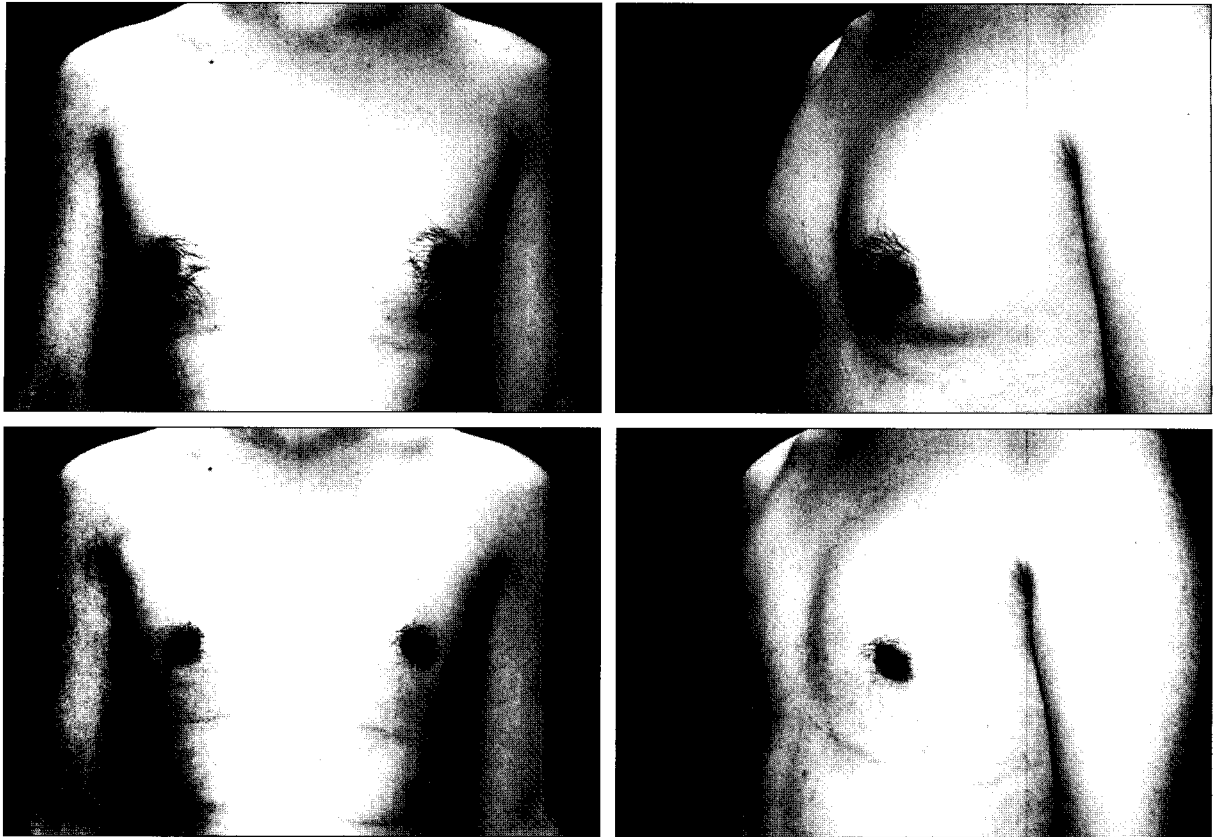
A 29-year-old patient treated with ultrasound-assisted liposuction and pull-out method. Periareolar approach. (Above, left & right) Preoperative views. (Below, left & right) Postoperative views after 1 month.
